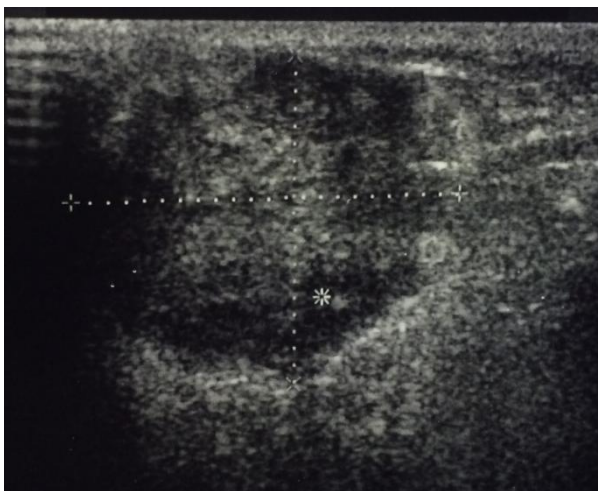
УЗИ – картина рака левой молочной железы.
